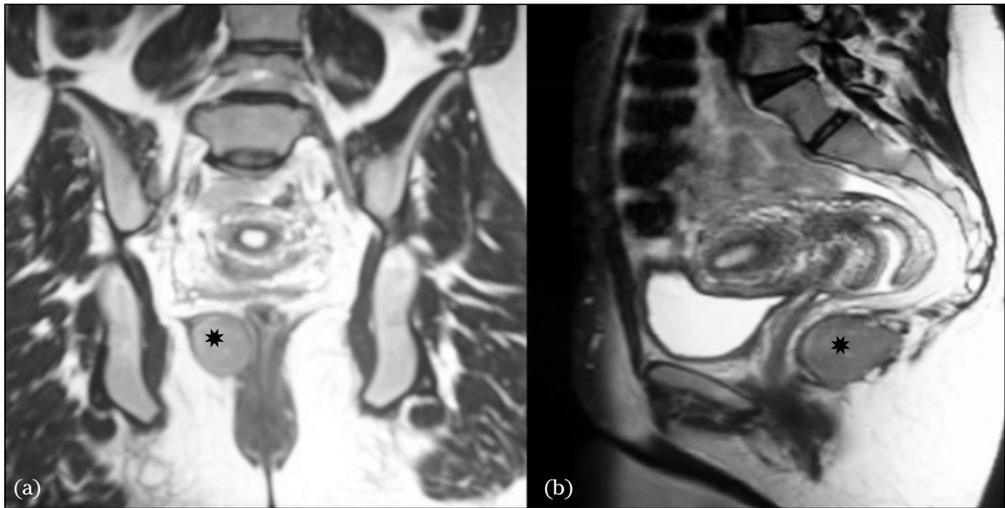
Imagen de RM (cortes coronal (a) y sagital (b), secuencia potenciada en T2). Formación redondeada (4,8 x 2,7 cm), bien delimitada, con una cápsula fina y un contenido que muestra una intensidad homogénea tenuamente hipointenso (asteriscos negros).
